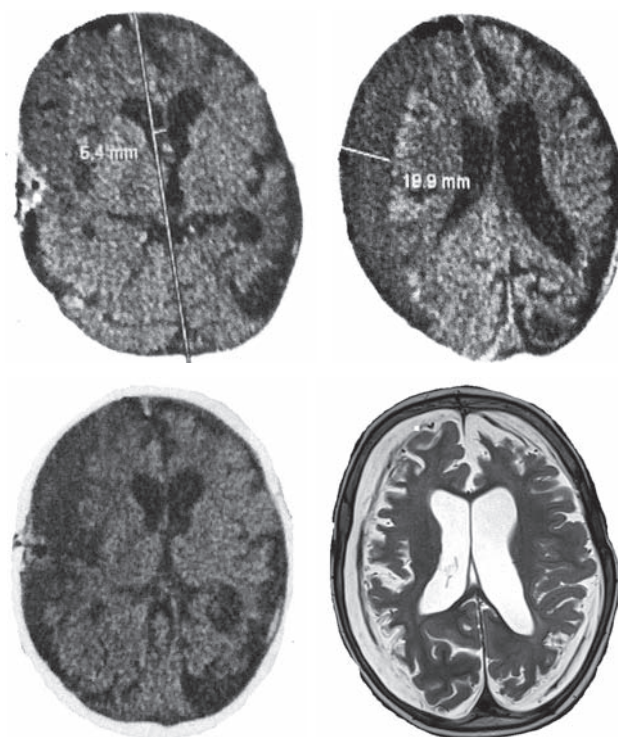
Control CT at the 2nd day after 2nd step of surgical treatment
